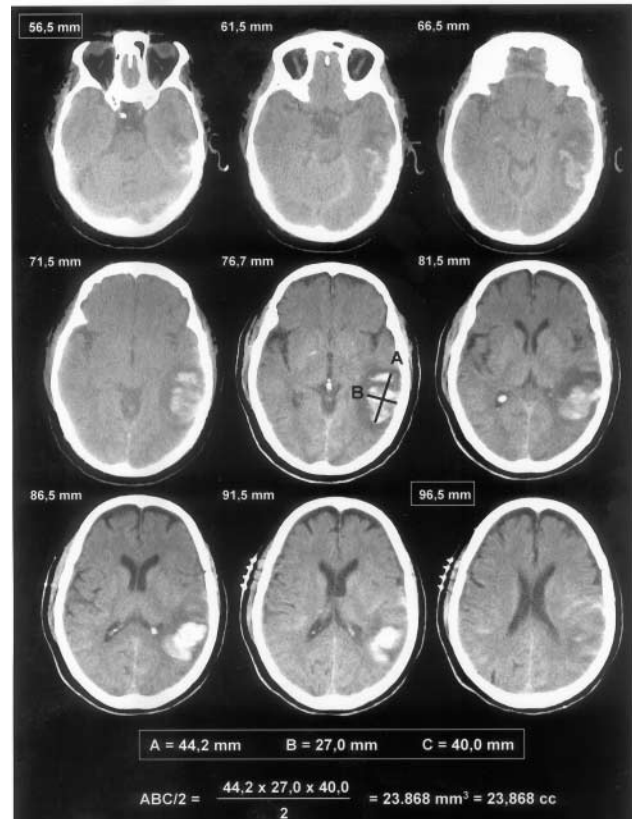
Estimación del volumen de una lesión focal intraparenquimatosa utilizando el método ABC/2. Para utilizar este método se debe seleccionar el corte de TC donde se observe el área hemorrágica de mayor tamaño. A, es la longitud máxima del área hiperdensa (44 mm). En el mismo corte, se determina el parámetro B o diámetro transversal (27 mm). El parámetro C o altura de la lesión, se calcula mediante la sustracción de los valores de la "posición de la camilla" del último y primer corte de TC en los cuales se visualice la lesión hiperdensa (96,5mm - 56,5mm = 40,0 mm). El producto de A, B y C dividido entre 2 estima el volumen de la lesión (44 x 27 x 40)/2. En este ejemplo, el volumen del hematoma intracerebral es de 23760 mm³ ó 23,8 cc.
